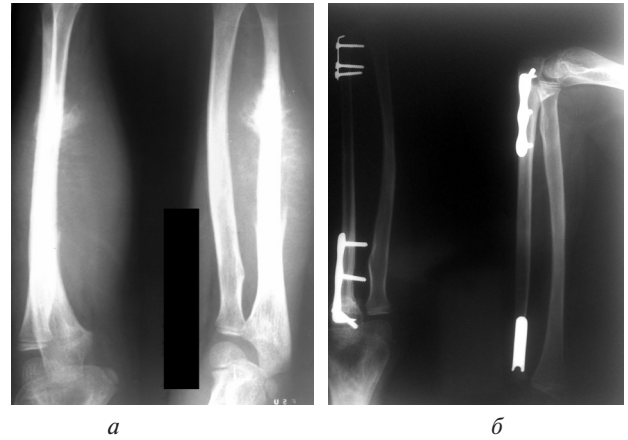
Рентгенограми *хворого Д.*, 10 років, з остеогенною саркомою ліктьової кістки: а) границі резекції до 1,0 см від краю пухлини; б) 16 міс після субтотальної резекції ліктьової кістки, пластики васкуляризованою малою м'якою кісткою; повна консолідація сегментів
